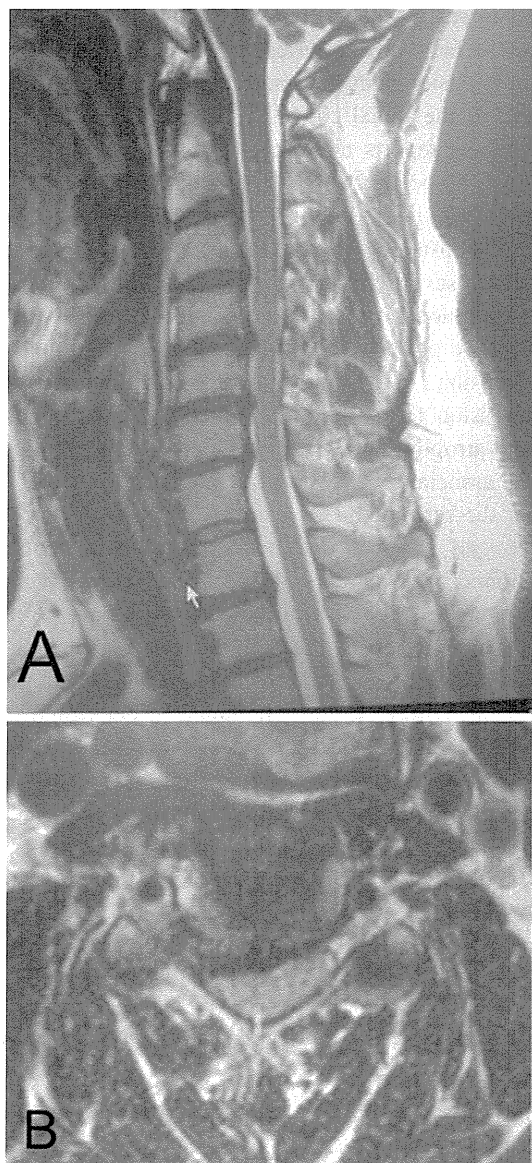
a Sagittal image on T2 MRI showing multiple stenoses of the cervical spine. b Axial image on T2 MRI showing compression of the right anterior horn of the spinal cord (C4/5) and nerve root
